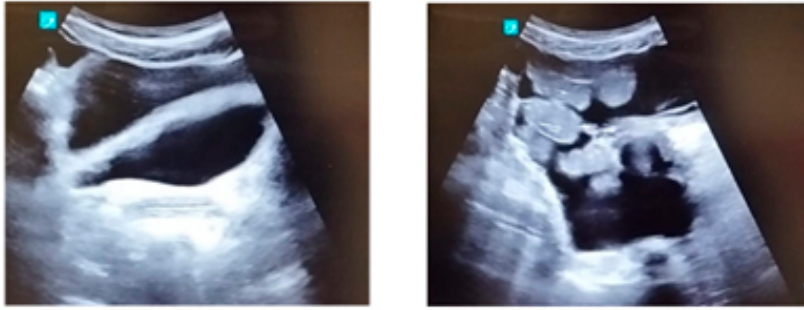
Ecografía clínica abdominal donde se evidencia líquido libre abdominal.
